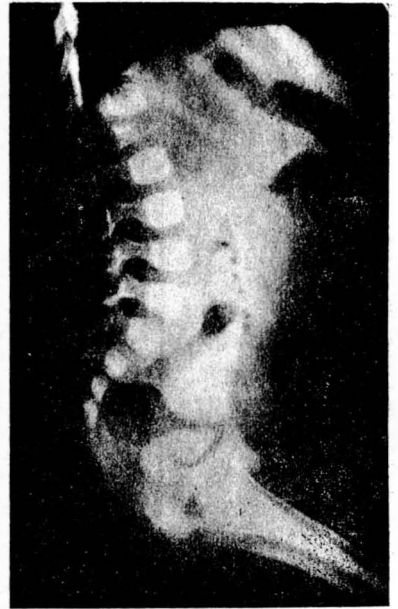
Destrucción de la segunda vértebra lumbar. Radiografía efectuada a su ingreso.
